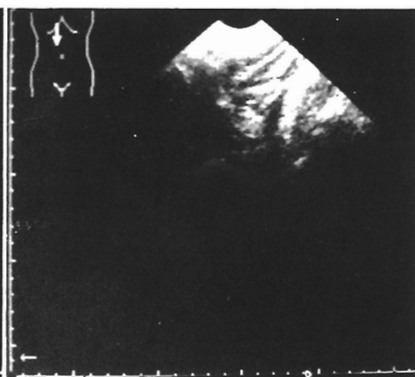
Ecografía. Hilio hepático permeable.
